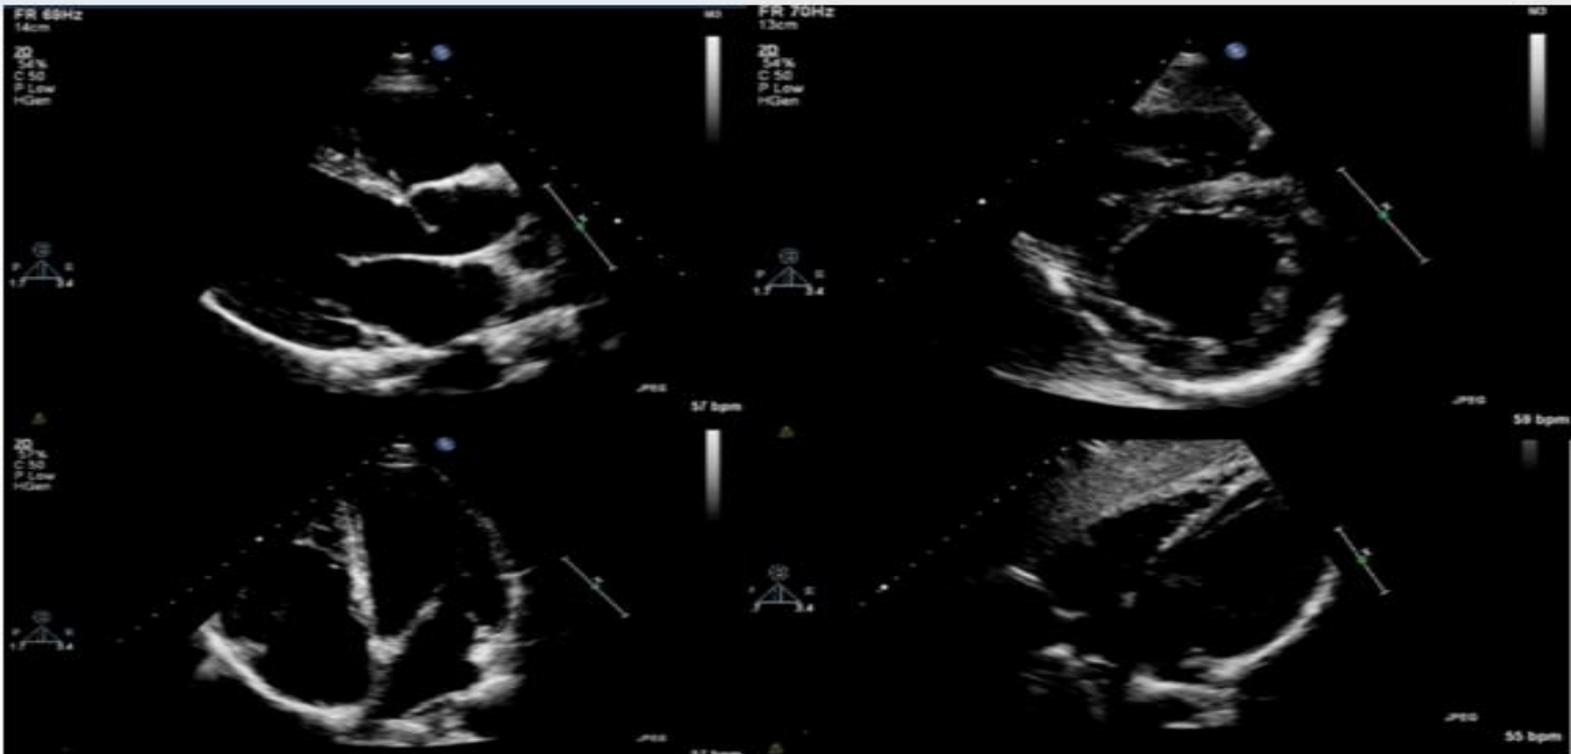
Standard cardiac views. The images were obtained using a standard phased-array probe. Upper left panel. Parasternal long axis, where probe placed in left parasternal areas, with orientation marker pointing to the patient's right shoulder; Upper right panel. parasternal short-axis, where probed placed in left parasternal area with orientation marker pointing to patient's left shoulder; Lower left panel. Apical four-chamber, where probe placed over the apex of the heart with orientation marker pointing to the patient's left; Lower right panel. Subcostal four-chamber, where probe placed subxiphoid with orientation marker pointing to the patient's left
